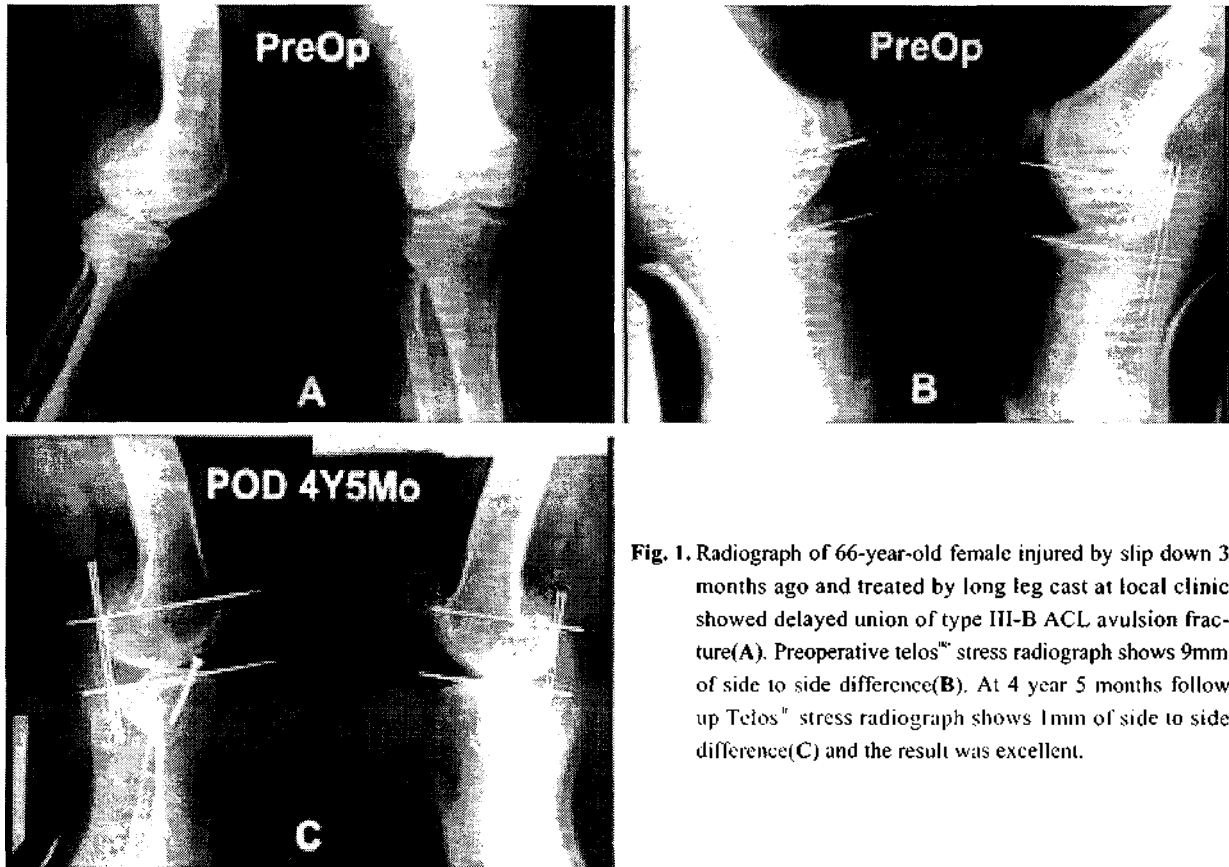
Radiograph of 66-year-old female injured by slip down 3 months ago and treated by long leg cast at local clinic showed delayed union of type III-B ACL avulsion fracture(A). Preoperative telos® stress radiograph shows 9mm of side to side difference(B). At 4 year 5 months follow up Telos® stress radiograph shows 1mm of side to side difference(C) and the result was excellent.
